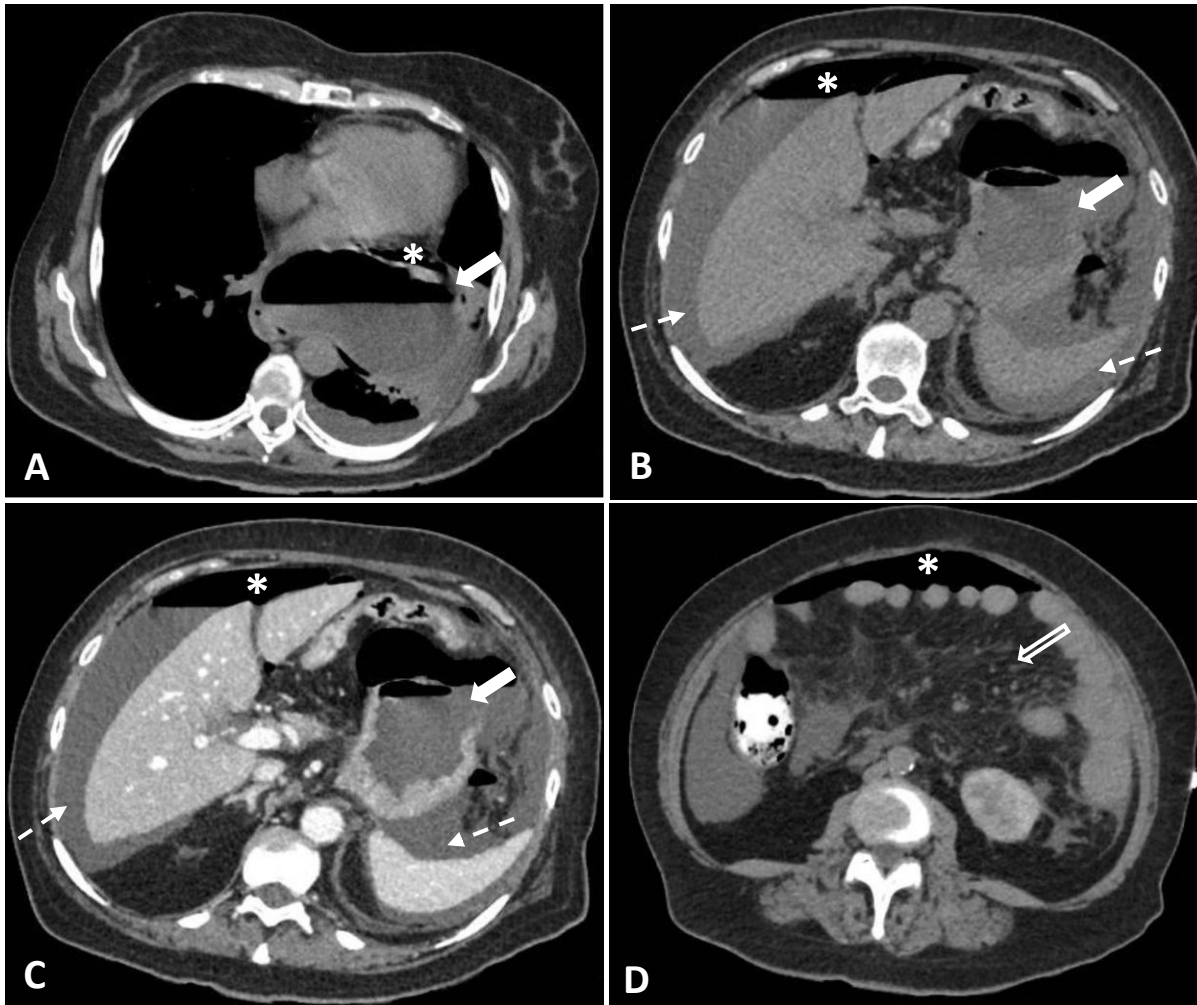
Complicación asociada al vólvulo gástrico agudo: perforación gástrica. (A) y (B) Imágenes de TC abdominal sin contraste en plano axial en las que se aprecia VG con solución de continuidad de la pared gástrica compatible con perforación (flecha sólida) asociada a neumoperitoneo (asteriscos) en abundante cuantía de predominio en compartimento supramesocólico, así como líquido en cuantía moderada perihepático y periesplénico (flechas discontinuas). (C) TC abdominal con contraste iv. en plano axial donde se aprecian estos mismos hallazgos, e infiltración difusa de la grasa intraabdominal en (D) (flecha vacía) sugerente de peritonitis asociada.
